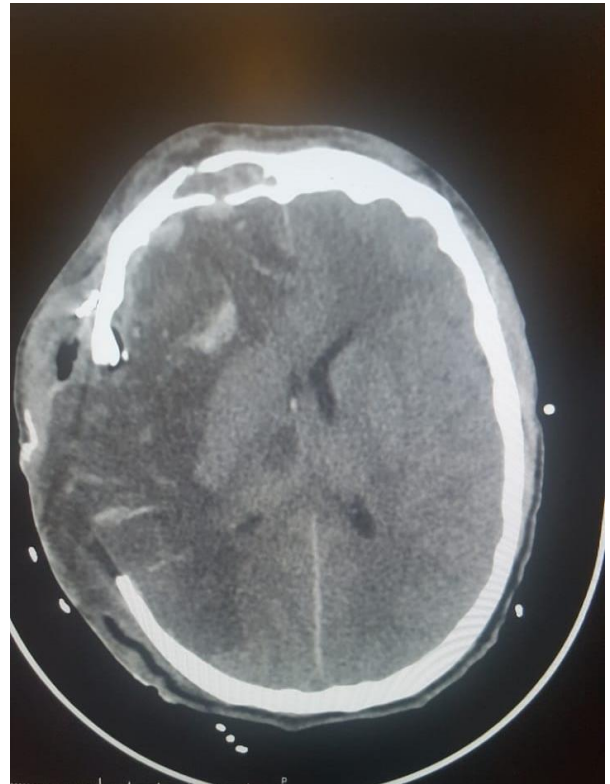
TAC simple de cráneo 27 de Julio: Imagen postoperatoria después de realizarse una craneotomía descompresiva, donde se observa edema cerebral con herniación transcavitaria, así como múltiples hemorragias parenquimatosas y evidencia de cambios quirúrgicos en región frontoparietal.
